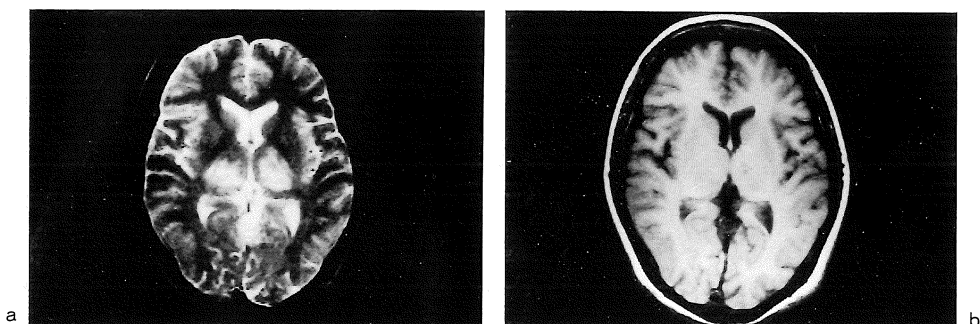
a : MR imaging 22 days after the onset shows bilateral high intensity areas in the thalamus including the pulvinar on T₂-weighted image (TR/TE=3000/90). The internal medullary lamina of the thalamus shows no abnormal intensity. The high intensity areas extends to the posterior limb of the internal capsule bilaterally and linear low intensity bands are also noted, showing a comb appearance.
